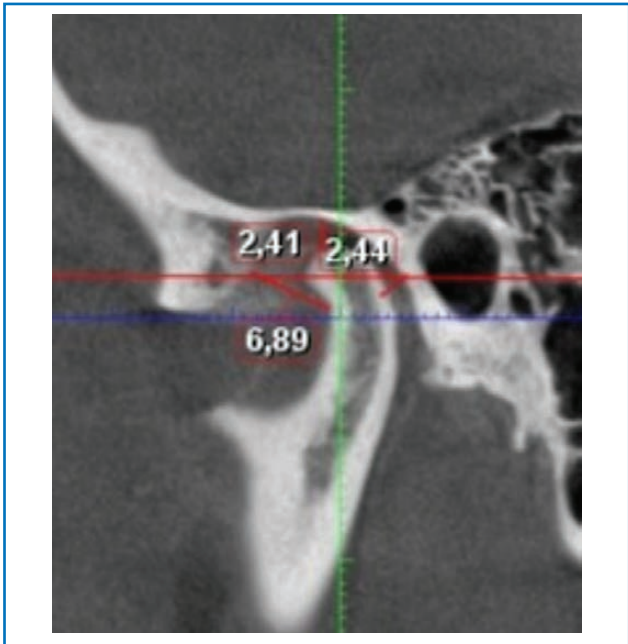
КТ скронево-нижньощелепного суглоба, звична оклюзія, 1 : 0,35
